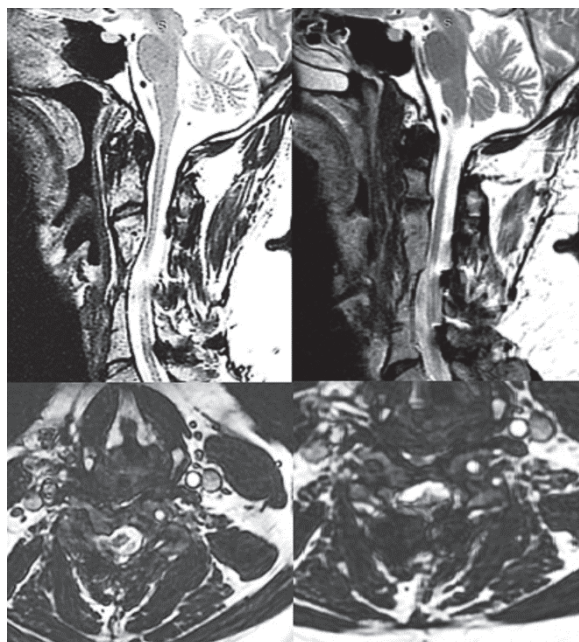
МРТ шейного отдела позвоночника от 18.10.2022: тела позвонков в сегменте C3-C6 не лоцируются. В зоне изменений очаговые и объемные изменения не выявлены
